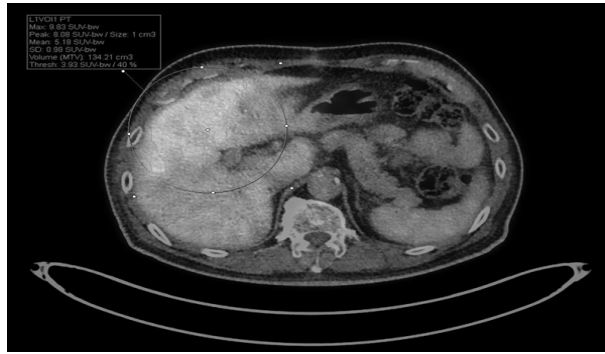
SUV<sub>max</sub>, SUV<sub>peak</sub>, MTV were measured in lesion by used of VOI isocontour.
